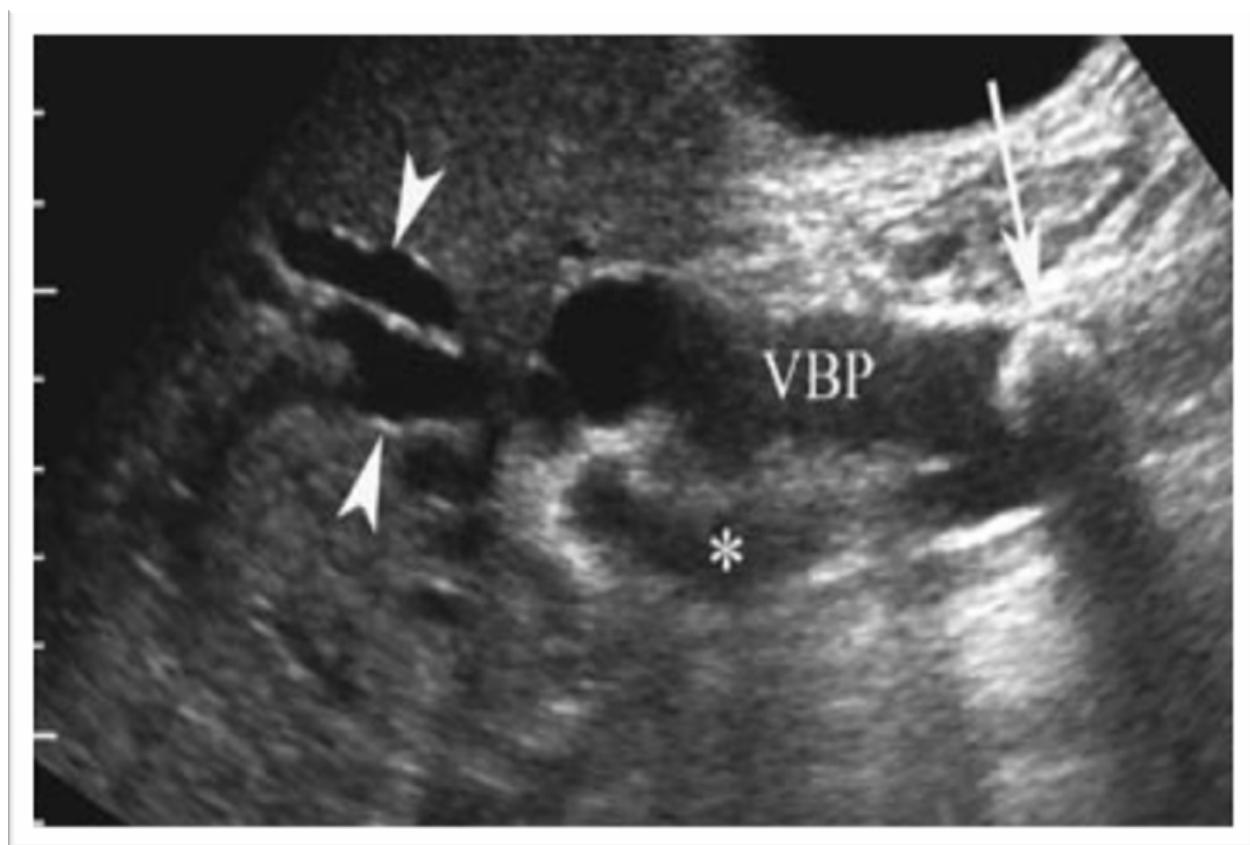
Aspect échographique de la LVBP.
